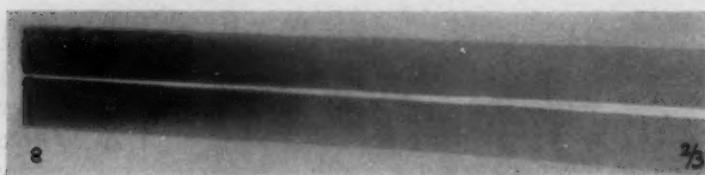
Röntgenaufnahme des Stabes mit Streustrahlenblende.
